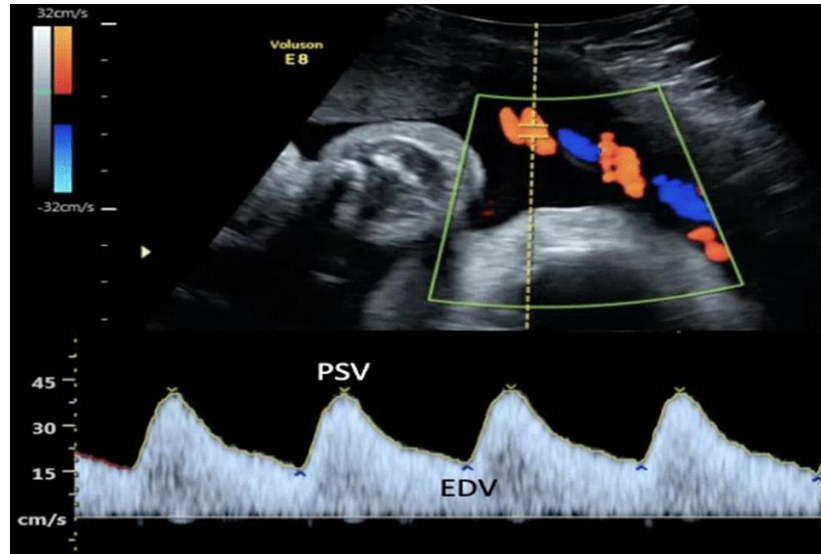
Fluksimetria Doppler Transkutane (FDT)
